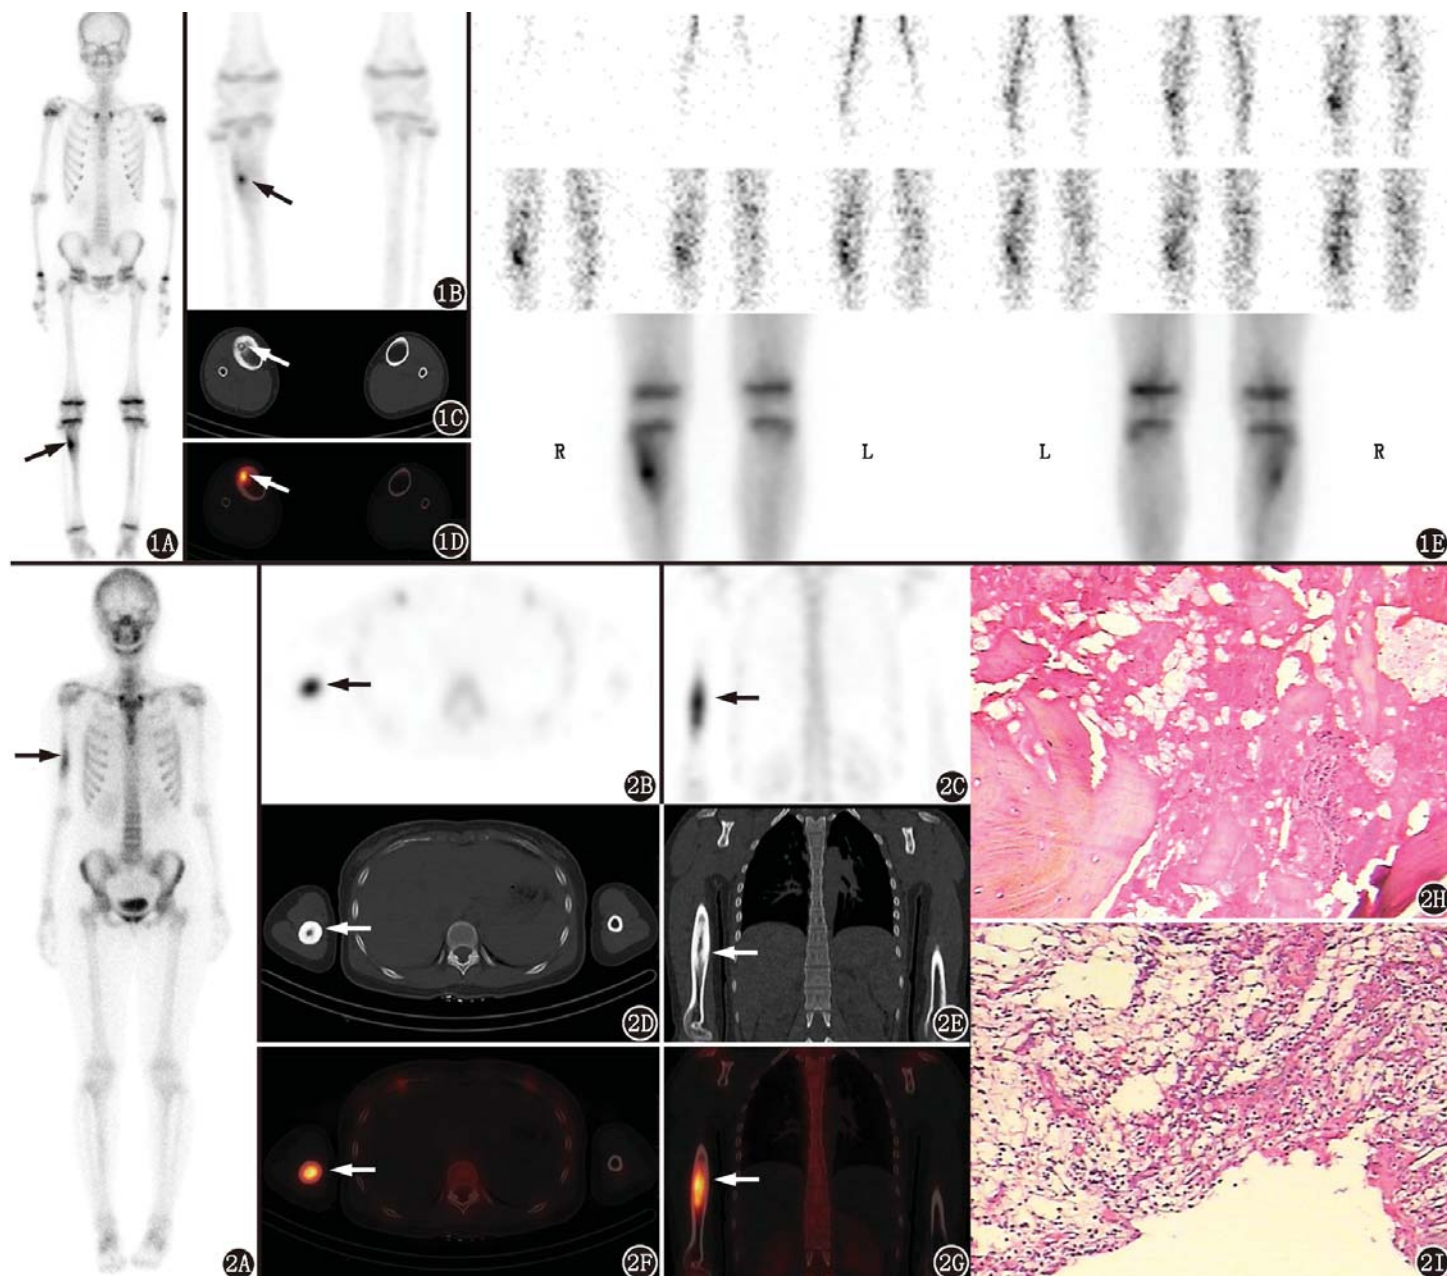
骨样骨瘤患者(男,15岁;右下肢疼痛1个月余)<sup>99</sup>Tc<sup>m</sup>-亚甲基二膦酸盐(MDP)全身骨显像(WBS)及SPECT/CT显像图。1A,1B. WBS示右桡骨上段偏外侧圆形放射性摄取增高(4级),病灶部位中心摄取增高,边缘环形稍低摄取(即“双灰度征”、箭头示);1C. CT提示病灶(皮质型)内可见囊状低密度骨质破坏区(瘤巢),大小约0.7 cm×0.5 cm,内可见点状骨化(即“靶征”;箭头示),病灶周围骨质硬化明显,骨皮质稍增厚,周围软组织无肿胀;1D. SPECT/CT融合图像示“双灰度征”及“靶征”(箭头示);1E.血流灌注相(图中仅显示第1~12帧)及血池显像示,随着时间延长,病灶中心放射性摄取逐渐增高,边缘也逐渐显影
